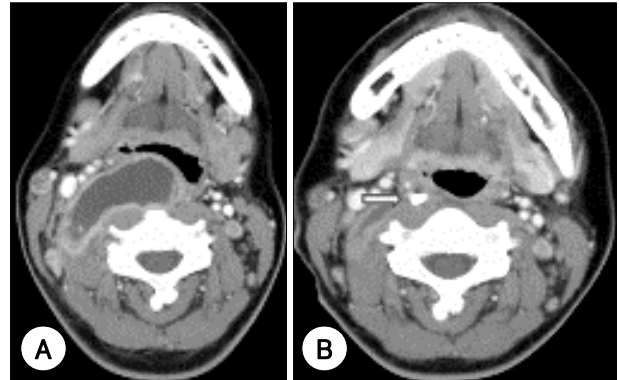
Abscess in which *Mycobacterium tuberculosis* was isolated. A : Contrast enhanced axial CT scan shows a huge abscess in right parapharyngeal space and retropharyngeal space. B : Axial CT scan of 3 weeks after ultrasonography-guided percutaneous aspiration and drainage shows improvement of the abscess with the pigtail catheter *in situ* (arrow), but remnant of abscess content can be found.
